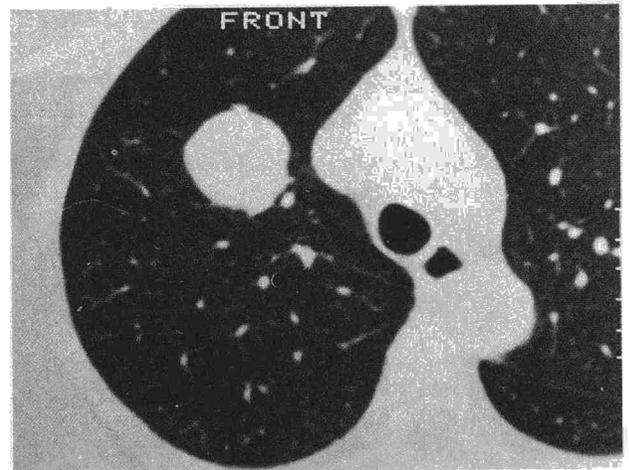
Caso 2: TAC: corte a nivel del tumor.
